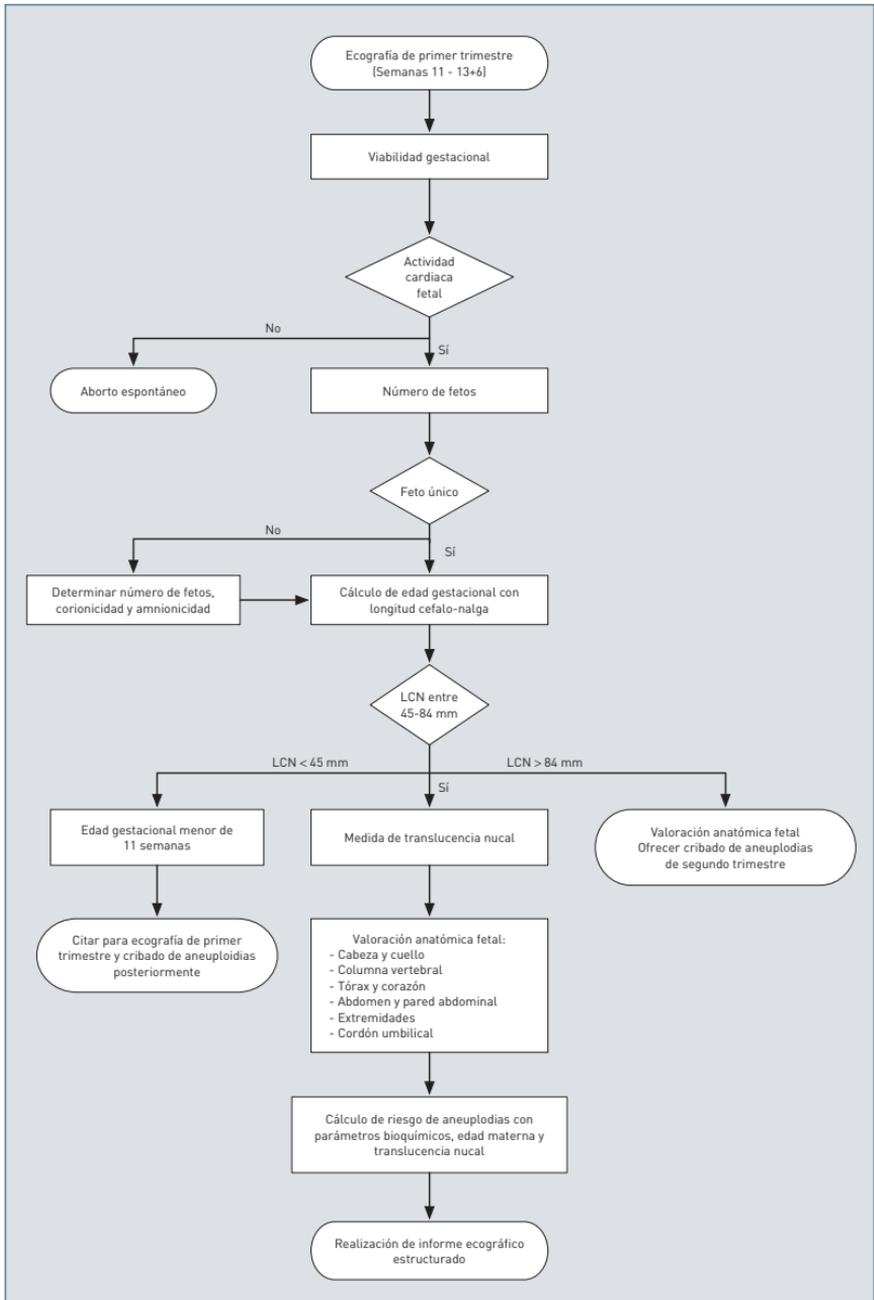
Exploración sistemática en la ecografía del primer trimestre.
